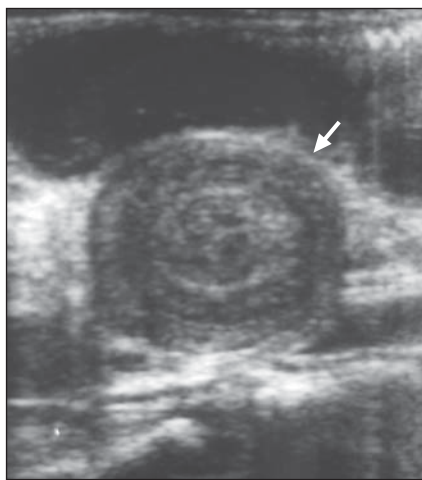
Ecografia revela o sinal dos “anéis concêntricos múltiplos”. Nota-se centro hipocóico separado de uma orla hipodensa por um anel hiperecótico (seta).
